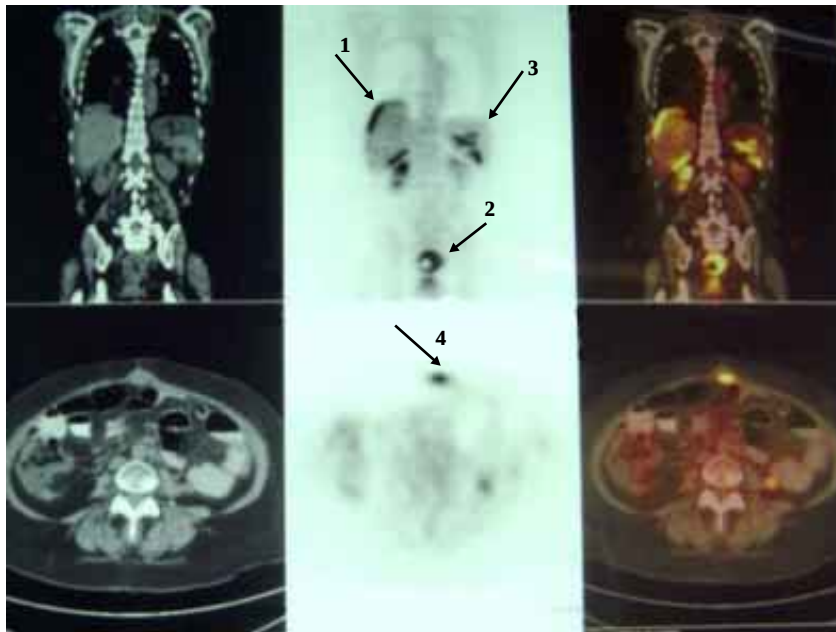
Cortes coronal, arriba y axial, debajo de la región toracoabdominal de un rastreo PET-CT, con las correspondientes imágenes de CT, a la izquierda, PET, en el centro y de fusión PET-CT. En una paciente de 56 años posoperada de un GIST. El estudio demuestra cómo existe líquido ascítico de origen tumoral alrededor del hígado (flecha 1), este líquido ha drenado por la gotera parietocólica y se ha alojado en la pelvis en la línea media (flecha 2). Por otra parte existe persistencia de actividad metabólica en la tumoración primaria (flecha 3) e implante de tumor en el área de la cicatriz quirúrgica (flecha 4). Cortesía del Hospital Sirio Libanés, São Paulo, Brasil.
